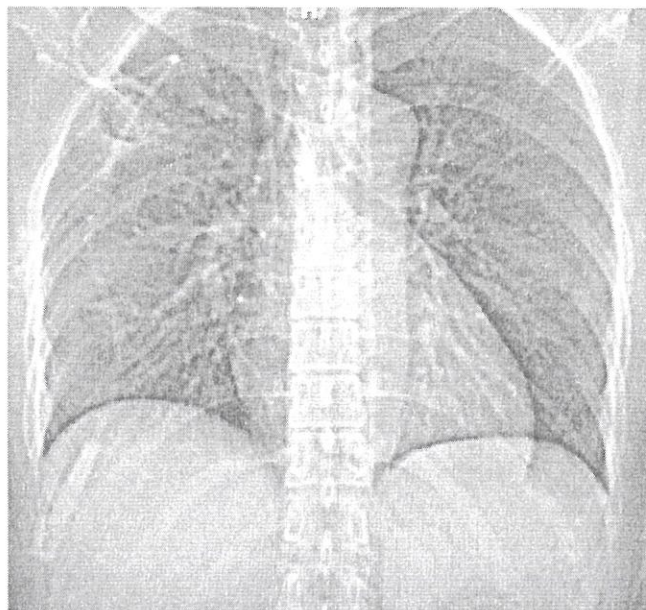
На рентгенограмме определяется симптом воздушного полумесяца у пациента с мицетомой. [Источник: Case courtesy of Dr Ian Bickle, Radiopaedia.org, rID: 26223].
